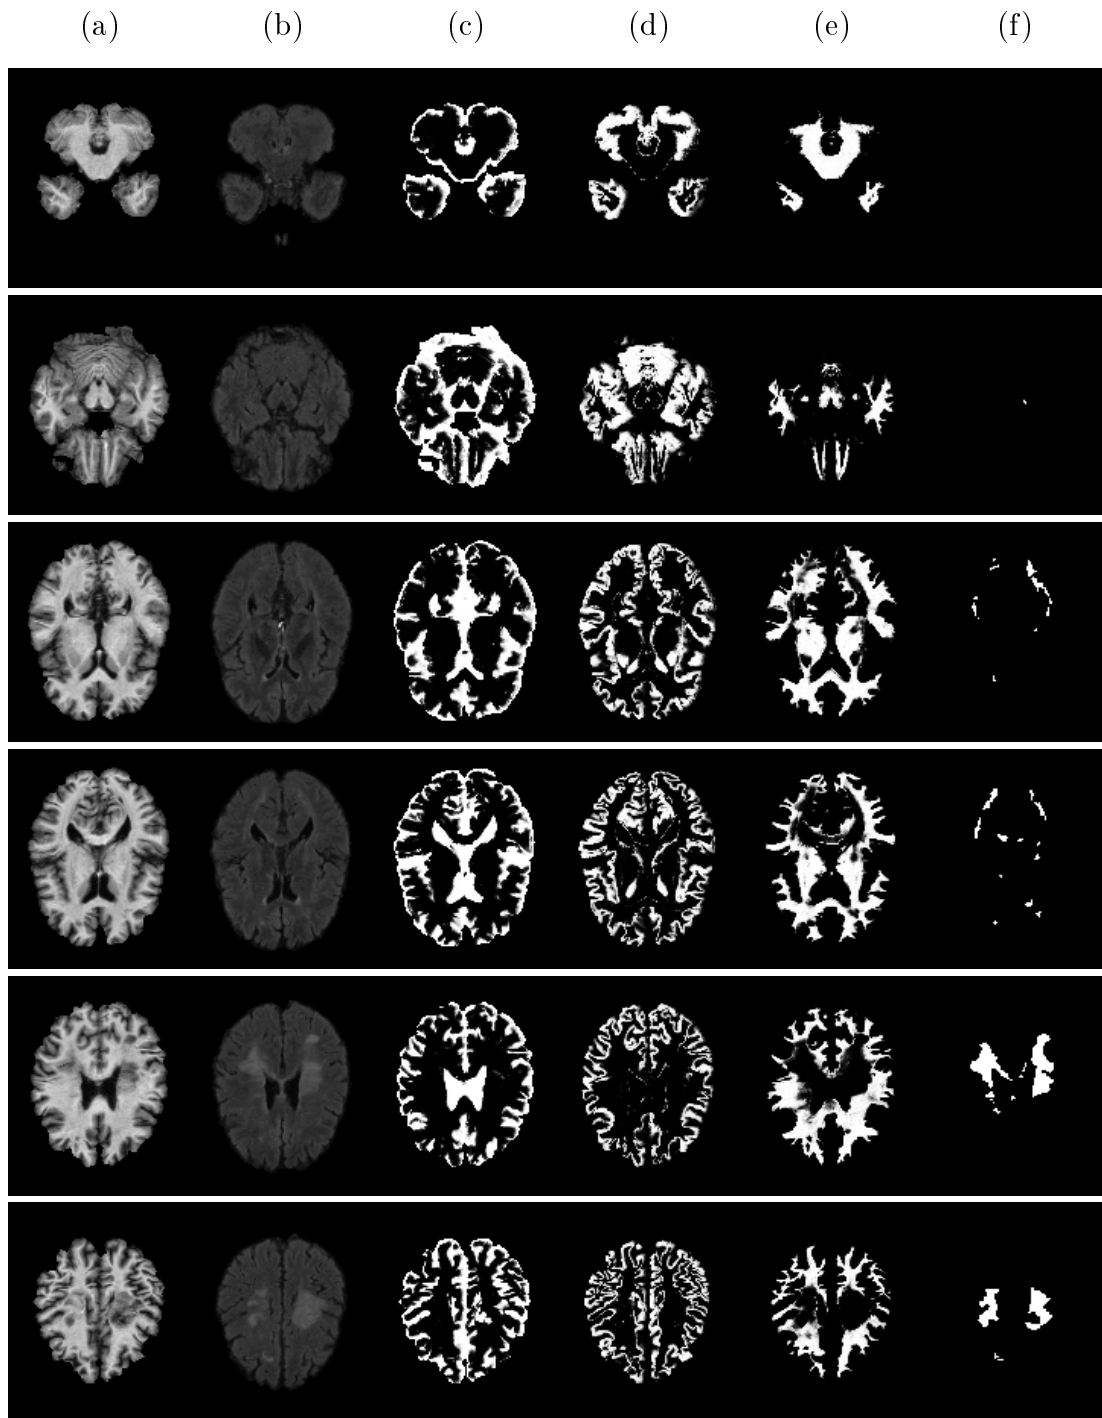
Segmentierung mit Gehirn-Atlas für Patient 2. Energiefunktion (2.11) und Nachbarschaft zweiter Ordnung. (a) T_1 - und (b) FLAIR-Sequenzen, (c) segmentierte CSF, (d) GM, (e) WM und (f) Läsionen nach der Bildnachbearbeitung.
